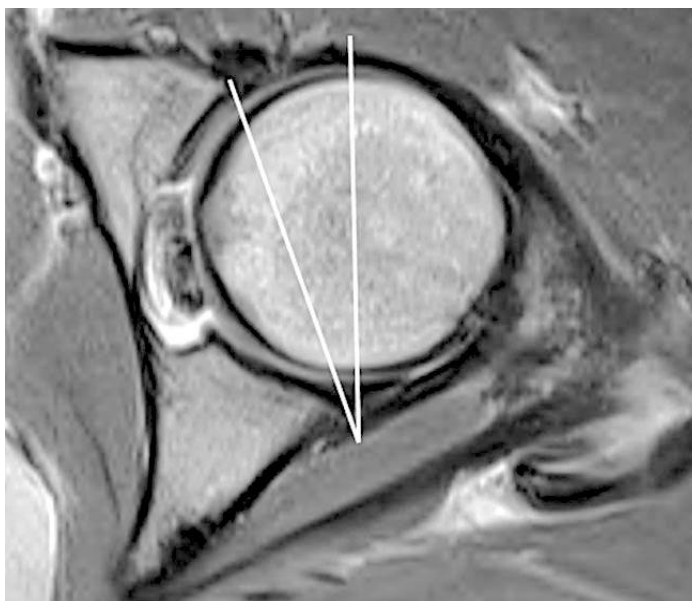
Аксиальная МРТ - проекция иллюстрирует вычисление угла версии вертлужной впадины: угол между линией, соединяющей передние и задние края вертлужной впадины и сагиттальной линией (Цит. с адаптацией по [27]).
